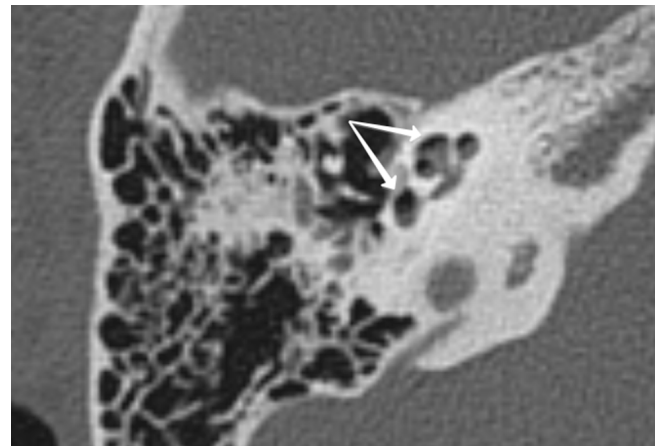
КТ правой височной кости пациентки С., 37 лет, в раннем послеоперационном периоде: стрелками отмечены содержащие воздух преддверие и улитка
